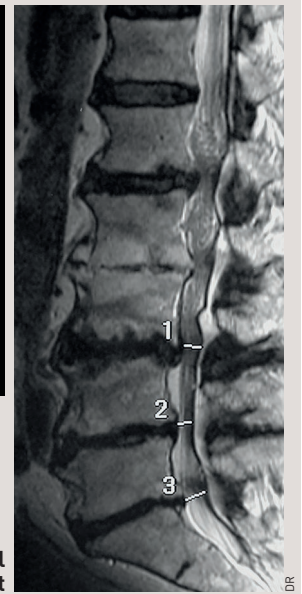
IRM montrant le canal lombaire étroit étagé du patient
